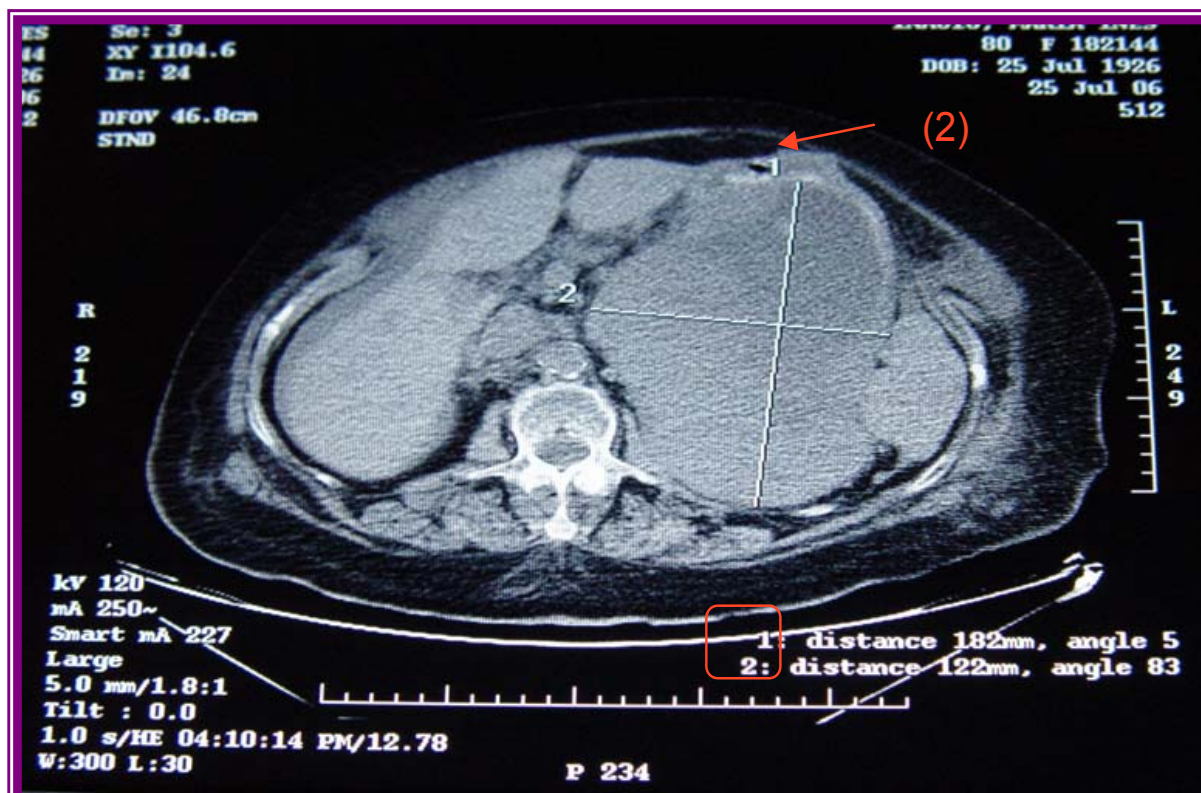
TAC abdominal: Grande massa (18 x 11 cm) (1), bem delimitada e heterogénea com focos hiperdensos (2) sugerindo hemorragia recente
